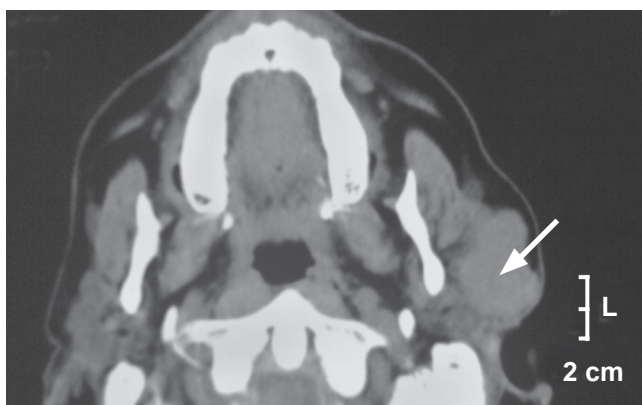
Рентгеновская компьютерная томография. Топически визуализирована опухоль околоушной железы
